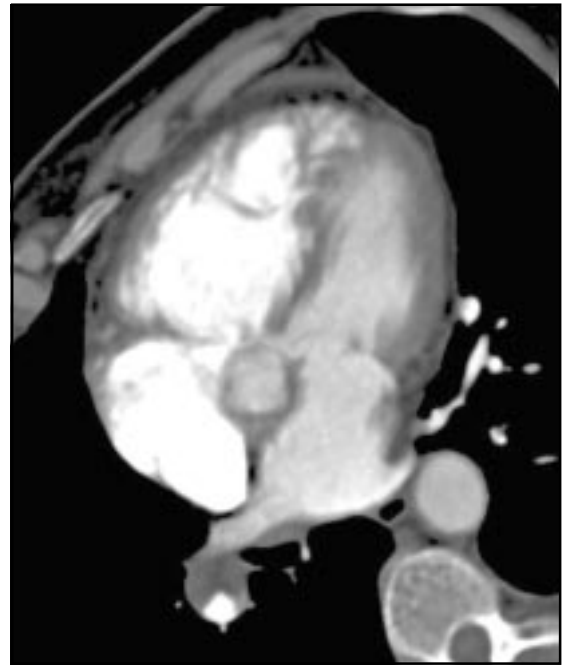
Medición de índice VD/VI. La foto muestra al corazón en el eje horizontal de 4 cámaras, semejante al obtenido en ecocardiografía. La medición de los ventrículos se realizó desde el borde interno del miocardio hasta el borde interno del septo interventricular, en el punto donde se alcanzara el diámetro máximo (habitualmente 1 ó 2 cm. por delante del plano valvular).
